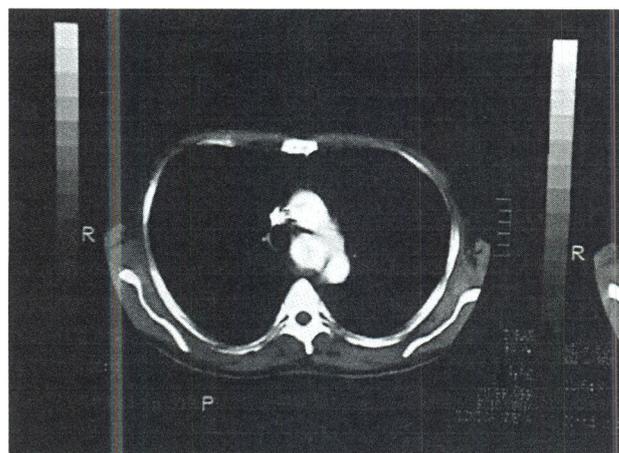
TAC de tórax contrastado. El TAC muestra imagen de la misma densidad de la aorta que desplaza la tráquea.
